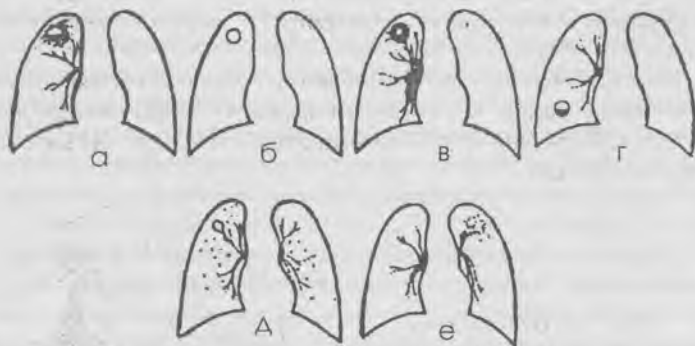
Рентгенологическая картина полостных образований в легких: а — при абсцессе, б — кисте, в — раке, г — эхинококке, д — кавернозном (фаза обсеменения), е — фибриозно-кавернозном туберкулезе
